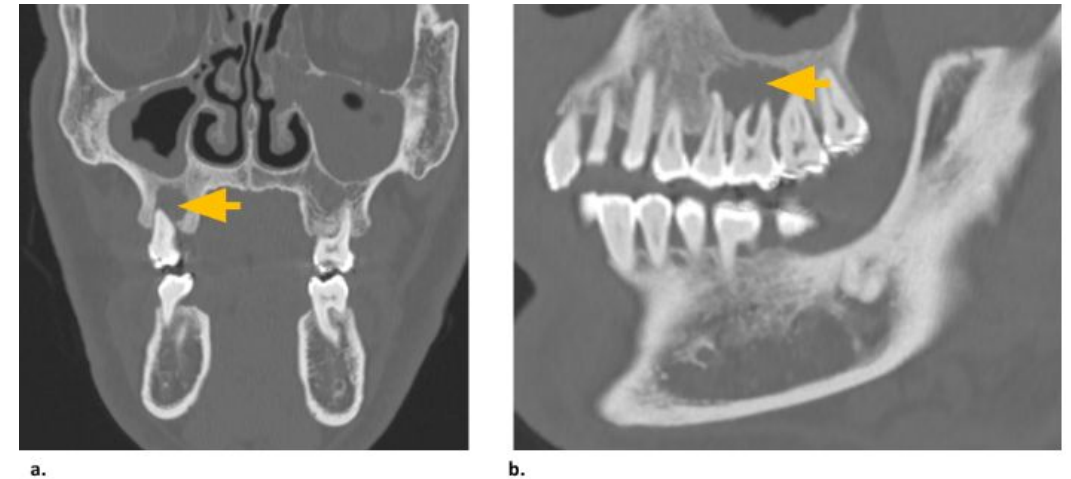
(a) Imagen de TC coronal (ventana ósea) e (b) imagen de TC sagital (ventana ósea). Lesiones lúcidas periapicales en el lado derecho alrededor de las raíces del segundo premolar y de los primeros y segundos molares, compatibles con quistes radicales periapicales, con cambios erosivos óseos sutiles adyacentes (flecha amarilla).
